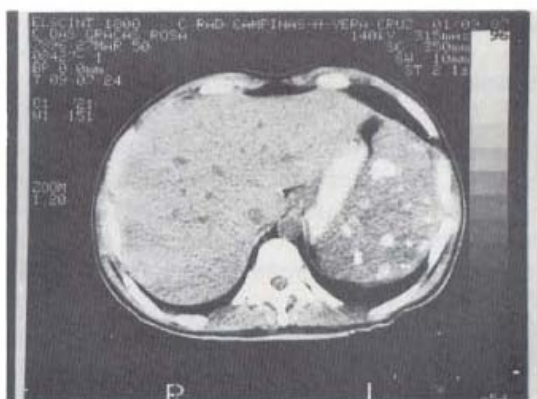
Tomografia computadorizada, mostrando esplenomegalia com nódulos parenquimatosos calcificados (Caso 1).
